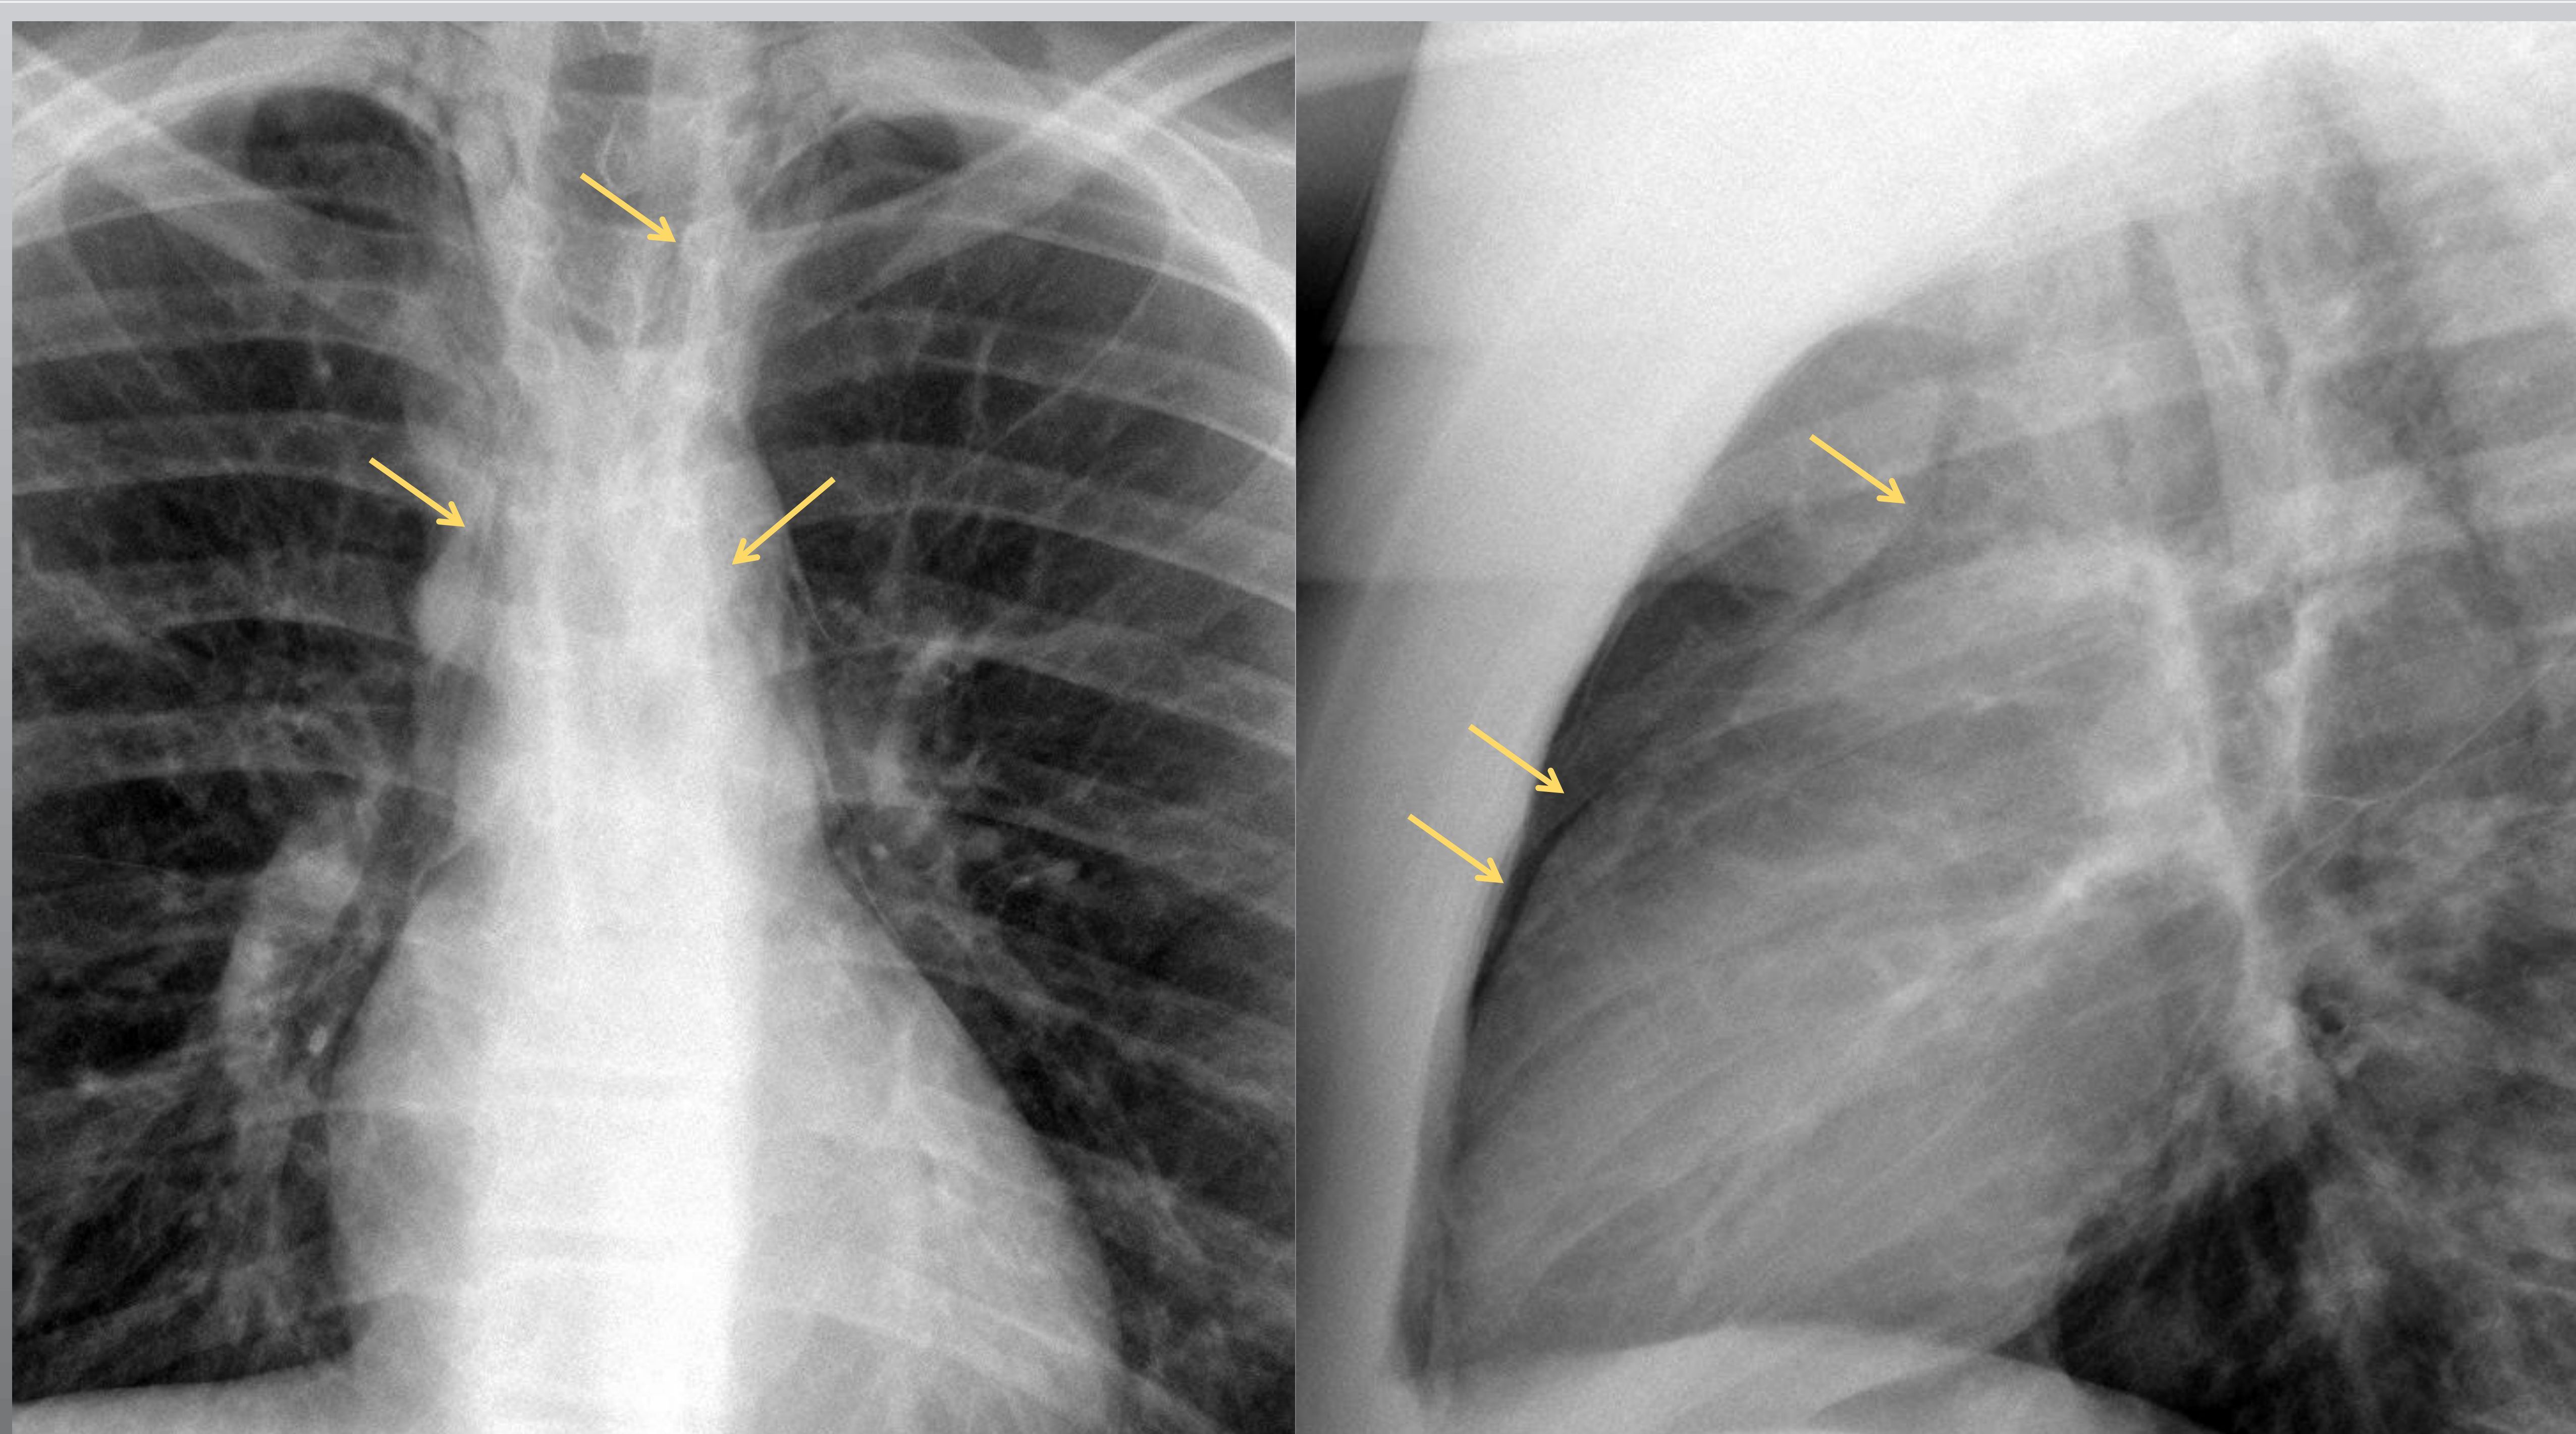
Paciente de 22 años, fumador y con asma que presenta disnea y dolor torácico. La radiografía torácica demuestra neumomediastino espontáneo no traumático (flechas)
